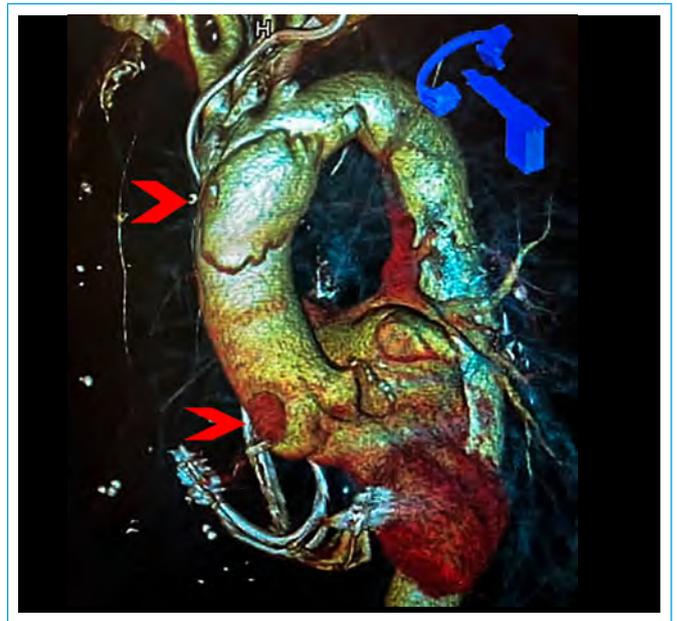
Imagen de TC tridimensional que muestra la aorta ascendente y las zonas de disección
